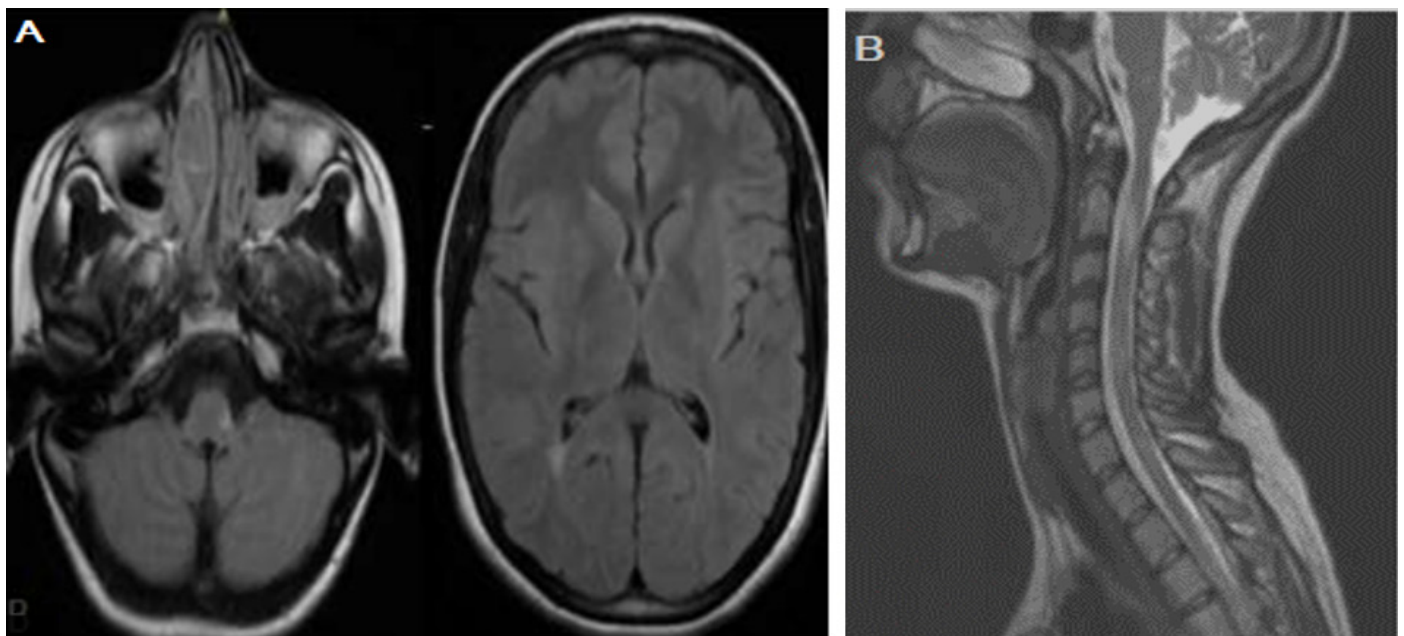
IRM cérébrale et médullaire cervicale : coupe axiale Flair (A) a objectivé une lésion bulbaire et une lésion en regard de la corne occipitale droite. La coupe sagittale T2(B) a montré une lésion médullaire cervicale en regard de C2-C3
